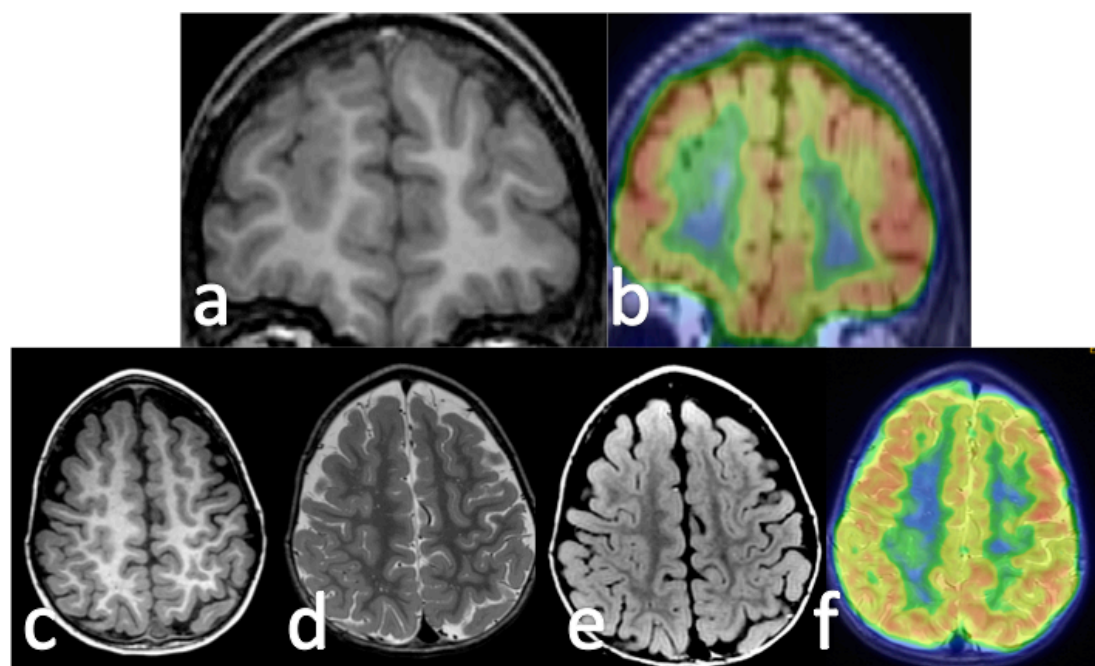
En la fila superior se observa displasia cortical focal frontal derecha evidente en el estudio estructural, en el que el PET aislado resultó negativo. La fusión PET-RM (b) muestra que el hipometabolismo es de localización profunda, lo que lleva a interpretarse como sustancia blanca normal en el PET aislado. En la fila inferior se observa un caso interpretado inicialmente como RM normal. La fusión PET-RM (f) muestra hipometabolismo en el fondo de un surco profundo parietal derecho. En la revisión de la RM se valoró esa región como borrosidad del margen cortical en las secuencias T1 (c), T2 (d) y FLAIR (e) con discreto engrosamiento cortical.
